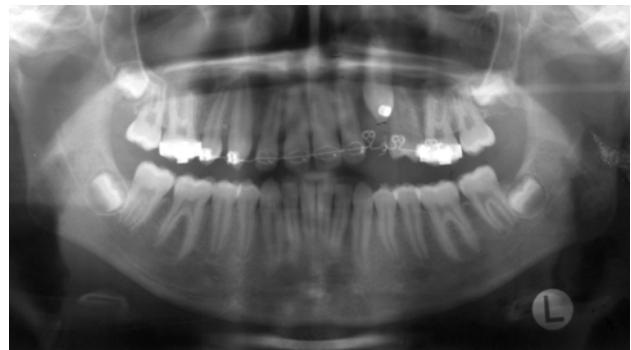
On the orthopantomogram the intrusion of the adjacent teeth is apparent along with the curved course of the occlusal plane.
